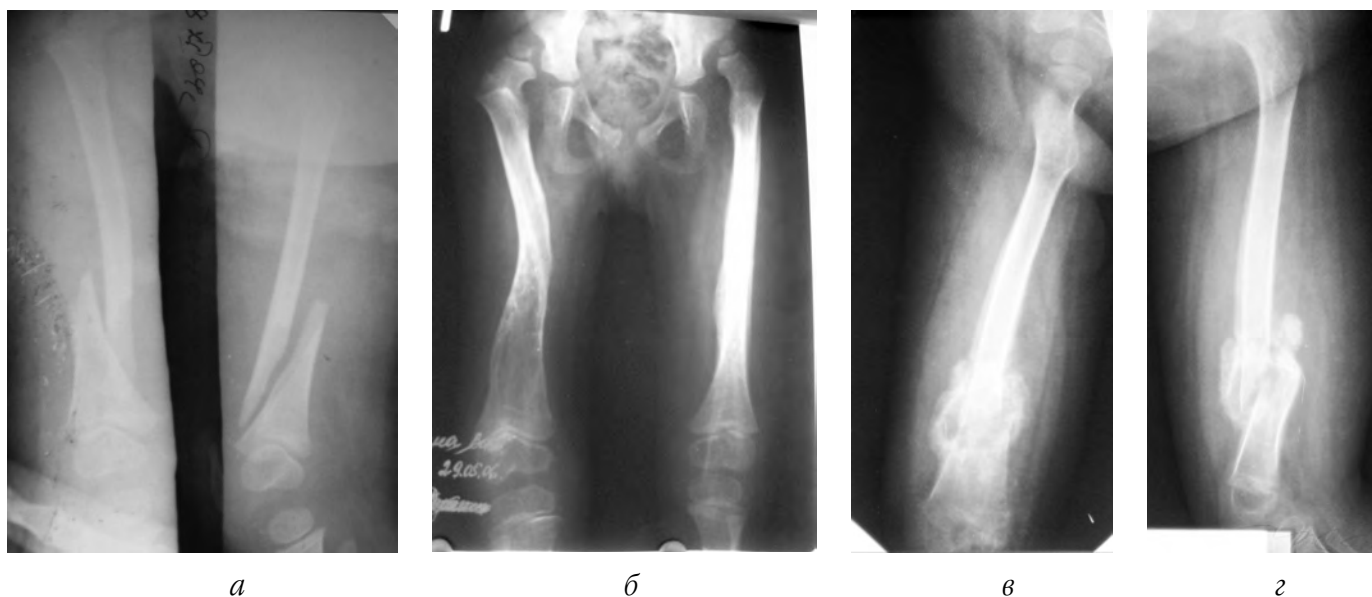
Фото рентгенограм хворих із переломами стегнових кісток: а – перелом правої стегнової кістки в надвиростковій ділянці; б – неправильна консолидація перелому правої стегнової кістки; в та г – перелом правої стегнової кістки в н/з зі зміщенням уламків і гіпермозолею в передньо-задній і боковій проекціях
